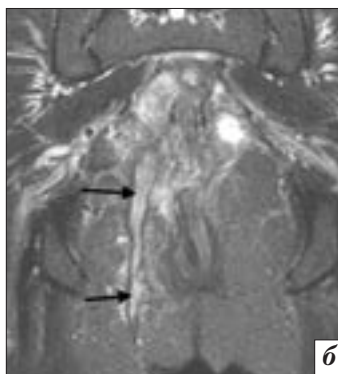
МРТ малого таза, T2-ВИ в сагиттальной плоскости (а), STIR (б), МР-урограмма (в).
